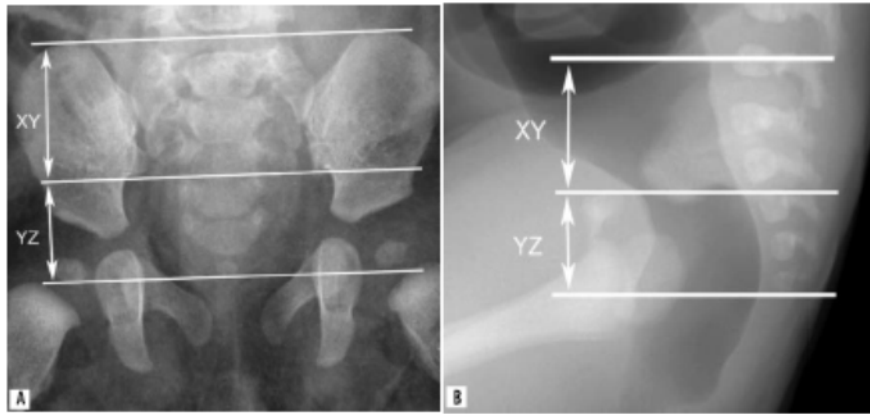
Clichés radiographiques du bassin d'un nouveau né.
